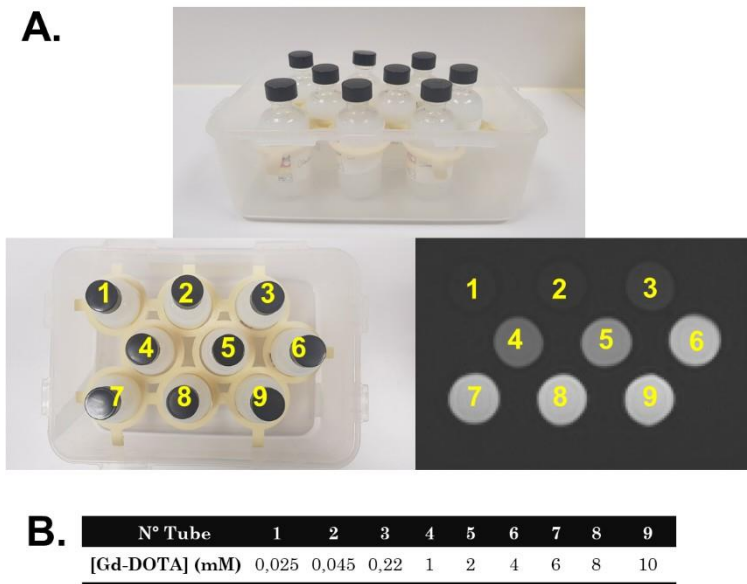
Fantôme IRM d'Agarose + Gd-DOTA de 9 concentrations allant de 0,025 mM à 10mM. A. photos et acquisition IRM pondérée  $T_1$  avec numérotation des flacons.
